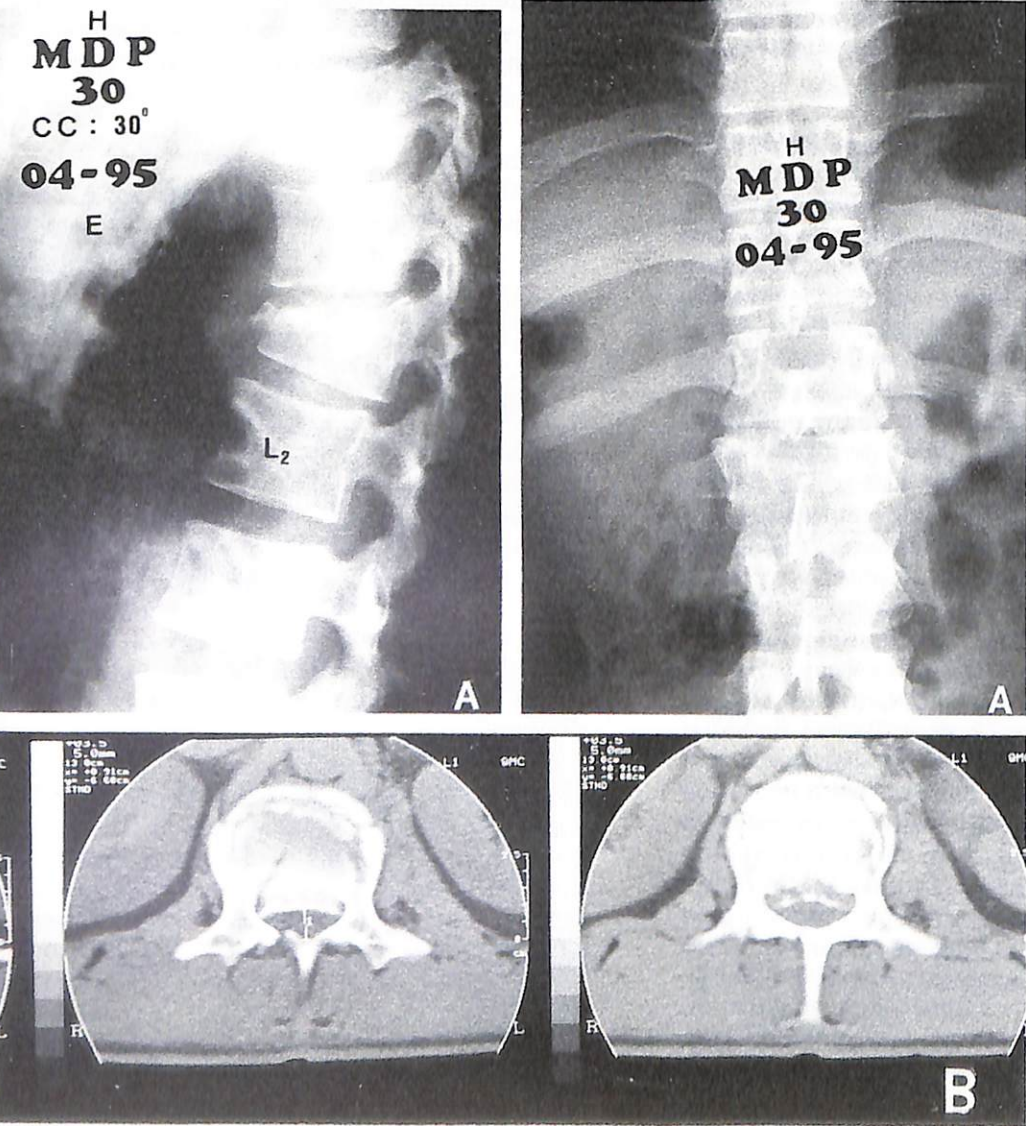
A. Fractura por estallido de L1 Frankel E. B. TAC preoperatoria.
